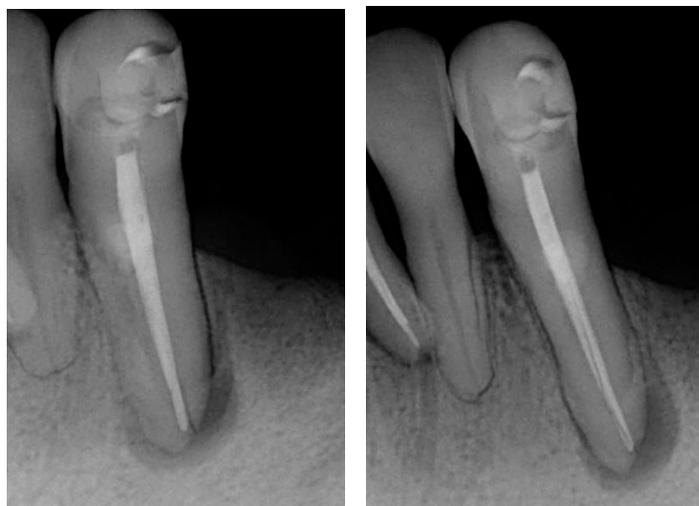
Radiografía de obturación endodóntica definitiva diente 33.
